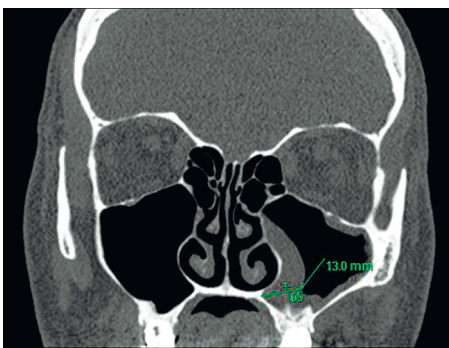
КТ пациента с пролиферативными воспалительными изменениями в нижнемедиальных отделах левой верхнечелюстной пазухи.
